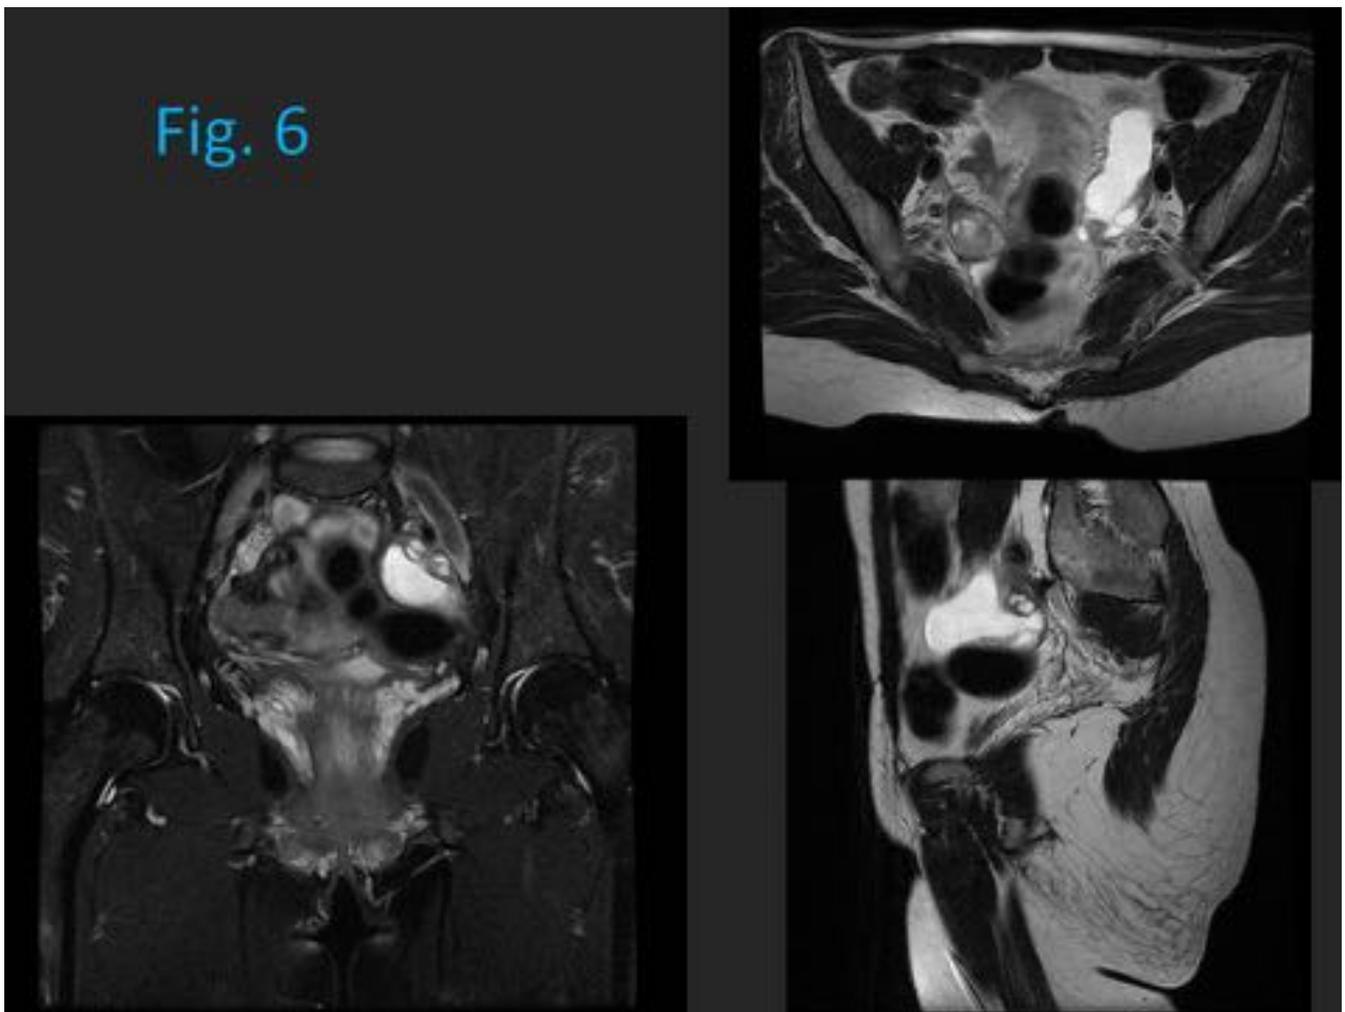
Caso 4: mujer de 38 años que refiere dolor perineal. Se realiza RM de pelvis donde se observa un quiste paraovárico izquierdo de 4.5 cm.
